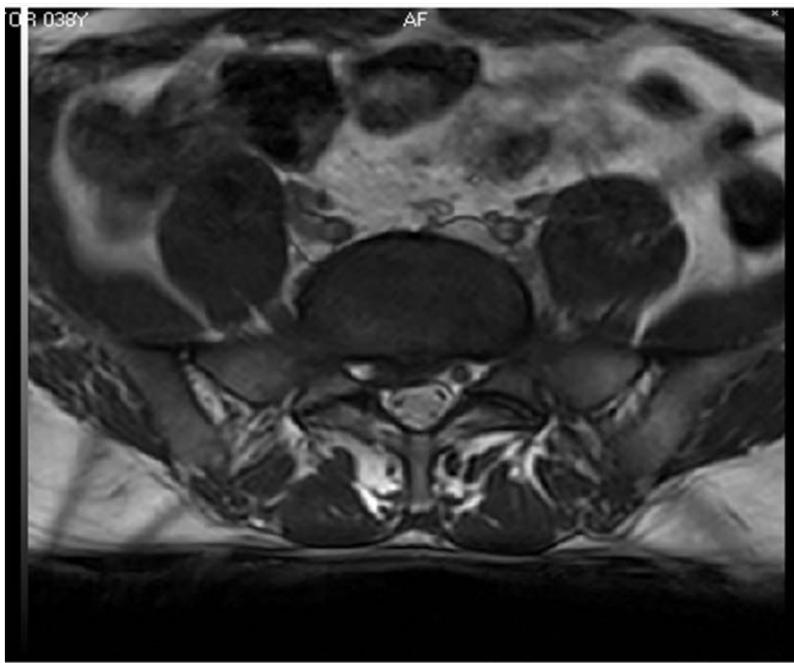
Corte axial de la RMN que demuestra una lesión a la derecha de la línea media con amputación de la raíz de ese lado
